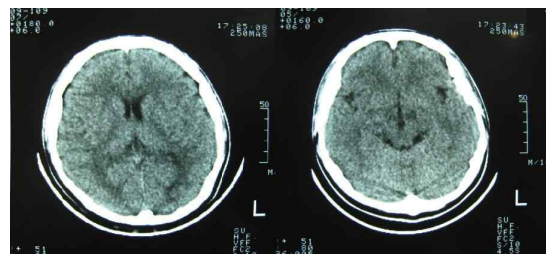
Brain CT(Admission Day 5).
